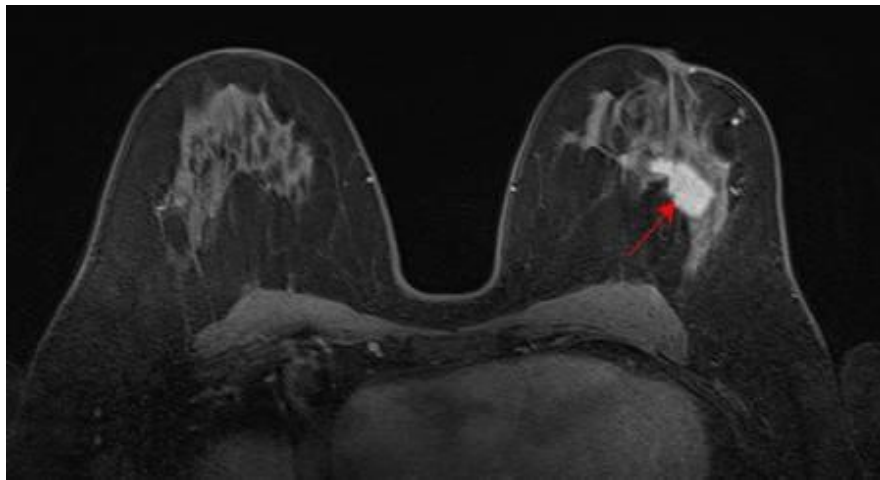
Tumeur détectée dans le sein droit sur une image IRM [16].
